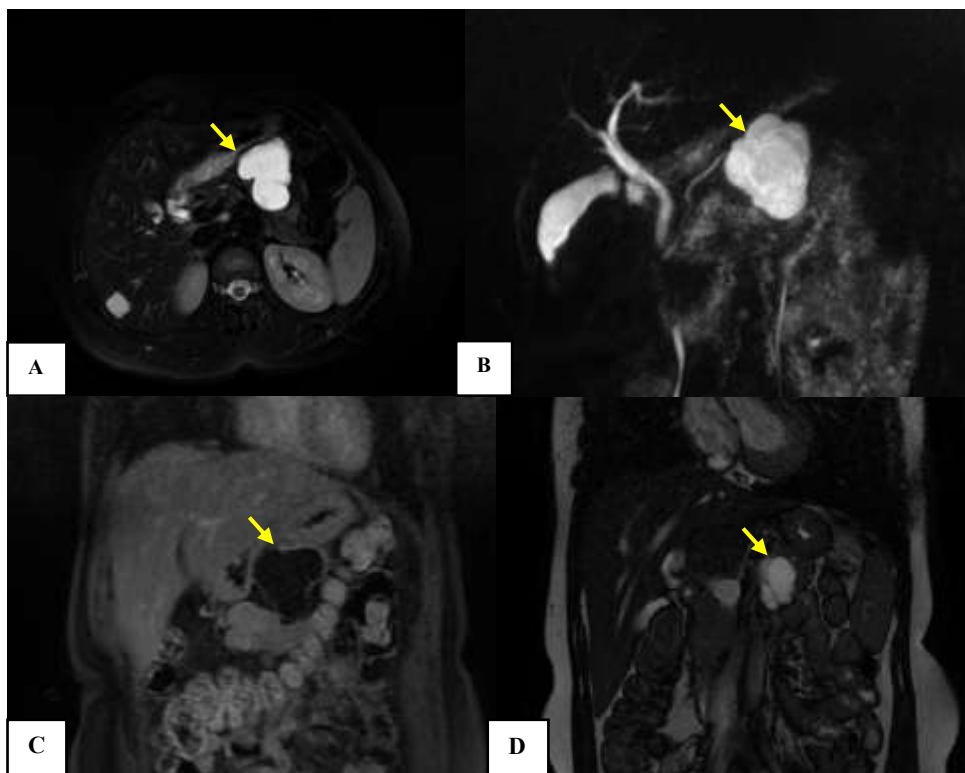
Aspect en IRM d'un cystadénome séreux : IRM abdominale en coupe axiale en T2 (A) et en coupes coronales en T2 (B), T1 avec injection de PDC (C) et en 3D MRCP (D) montrant une formation kystique corporéo-caudale (flèches), multi-loculée, à cloisons fines, en hyposignal en T1, en hypersignal en T2, avec prise de contraste modérée et progressive des cloisons après injection du PDC.
